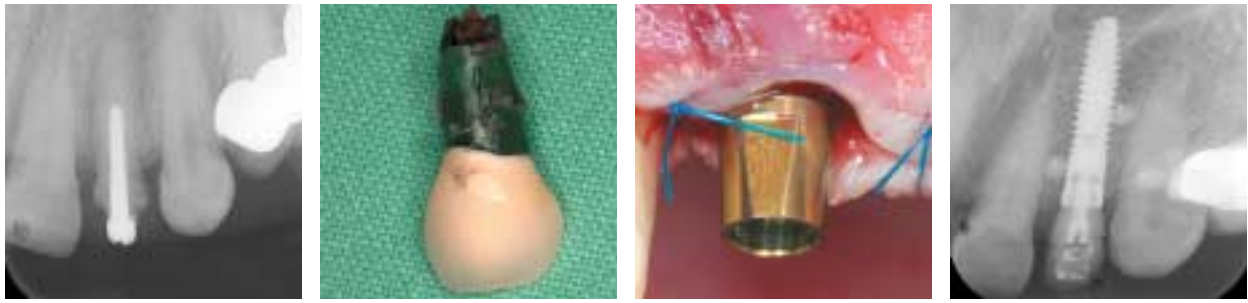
Röntgenaufnahme vor Extraktion, – Abb. 2: Zahn 22 nach Extraktion. – Abb. 3: Zustand nach Insertion XiVE® Splus und Wundverschluss. – Abb. 4: Röntgenaufnahme post OP.
